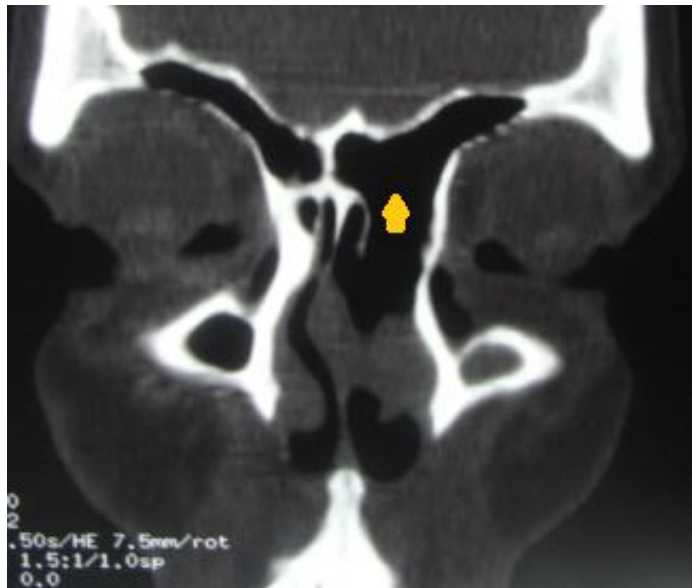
TDM massif facial coupe frontale fenêtre osseuse d'un patient qui a bénéficié d'un draf II (flèche) avec nasalisation de l'ethmoïde [Iconographie CHU Hassan II]
